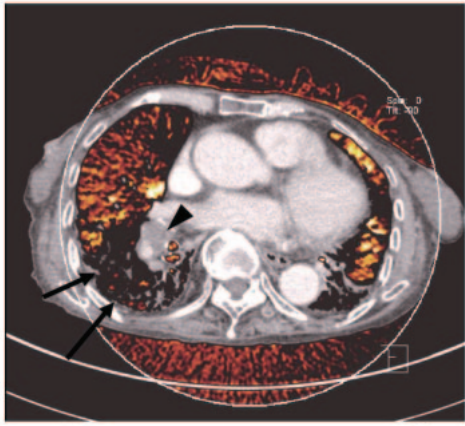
Dual Energy CTによる肺動脈血栓塞栓症の画像：肺動脈血栓（矢頭）に加え，肺の血流 perfusion 低下部位が色の欠損として診断できる（矢印）。
